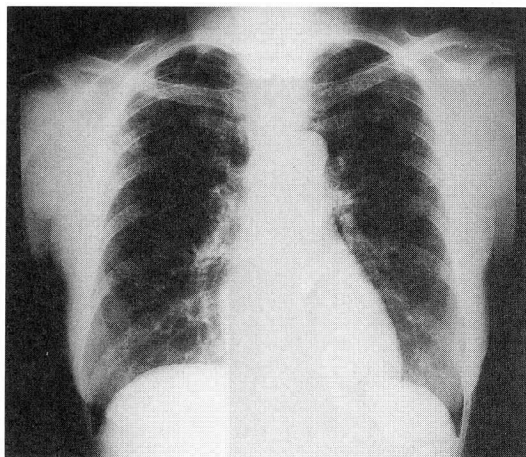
a 平成7年12月15日 治療後の胸部X線写真
